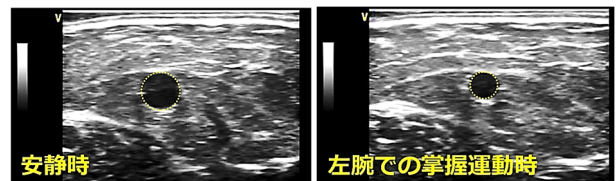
超音波法による右上腕部分(対側肢)の静脈血管横断面画像
